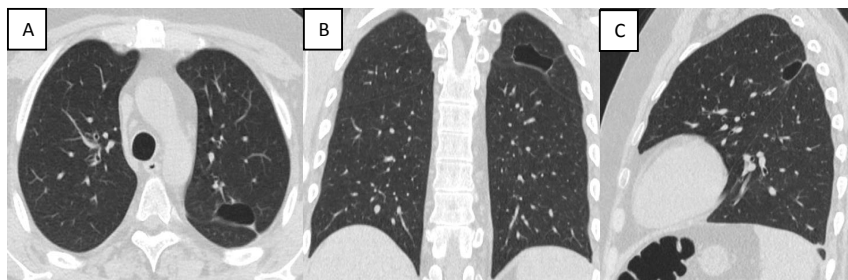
Больной Г, 25 лет. КТ ОГК. А – аксиальный, В – коронарный, С- сагитальный срезы. Отмечается выраженная положительная динамика в уменьшении и очищении полости образования в S1-2 левого легкого, жидкость в плевральной полости слева не определяется. В полости перикарда небольшое количество жидкости.
